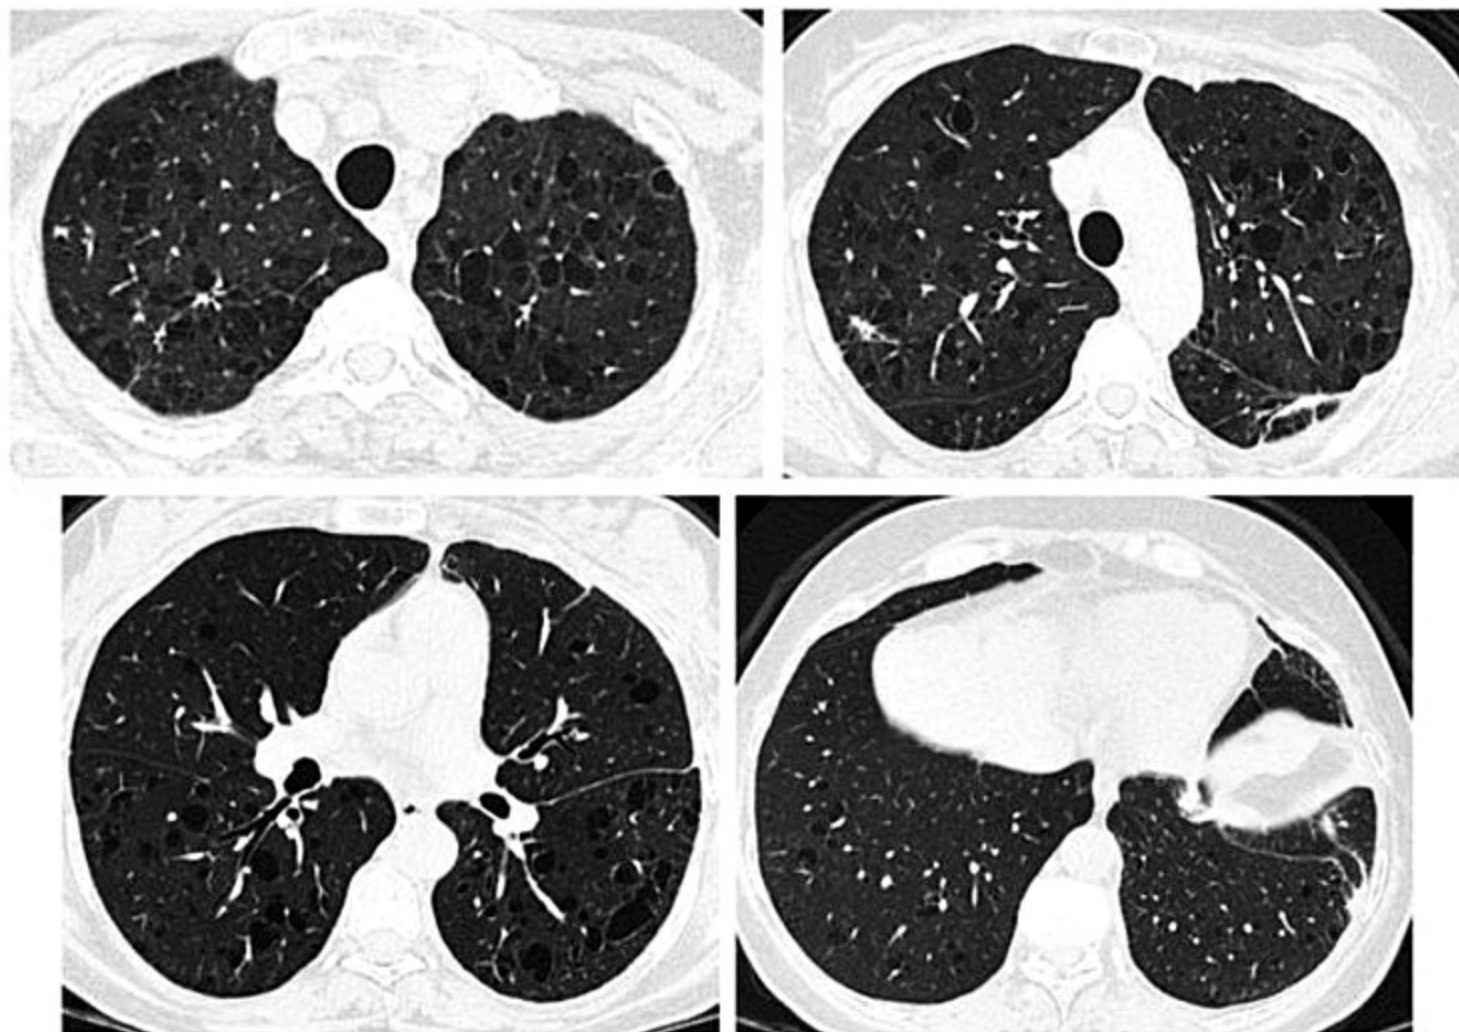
Tomografia de alta resolução do tórax de paciente tabagista com histiocitose de células de Langerhans: achado típico de cistos de tamanhos variados coexistindo com nódulos e seios costofrênicos relativamente poupados.
